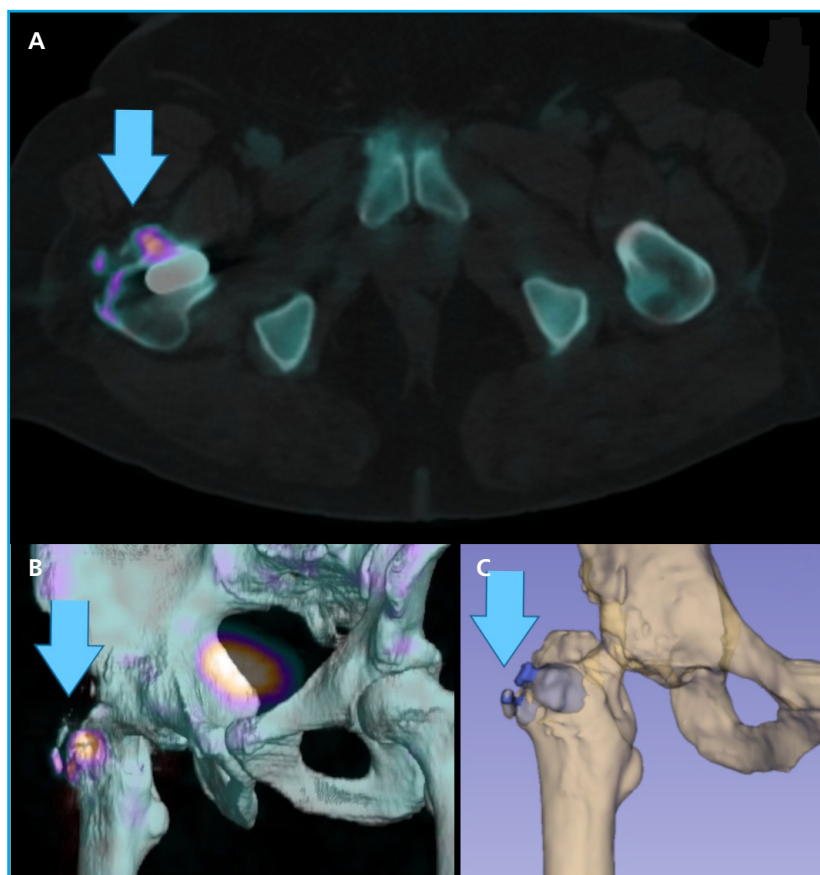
Corte axial de imagen fusionada SPECT/TC (A), reconstrucción 3D (B) y segmentación mediante software 3Dslicer (9) (C) en los que se identifica el aumento de actividad osteoblástica (flechas) en osificación heterotópica periarticular, descartando movilización significativa de PTC derecha. La delimitación del área de actividad osteoblástica mediante la segmentación semiautomática puede ser una herramienta útil dentro de la planificación quirúrgica.
